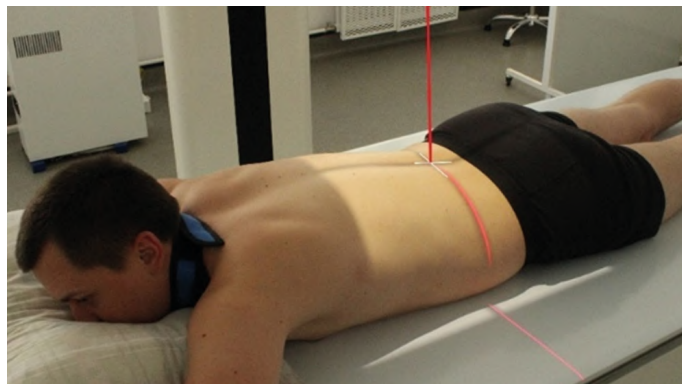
Рентгенография тонкой кишки (пассаж бария).
